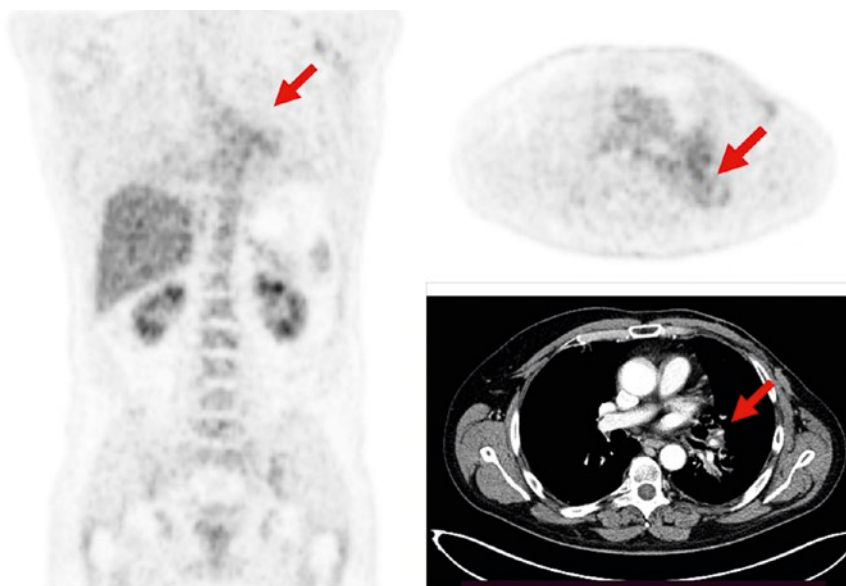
ПЭТ-КТ 04/2022. Контрольное обследование, 5 месяцев терапии. Ранее выявленный метастаз в лимфатическом узле корня левого легкого сократился в размерах до 14 × 9 мм, без признаков патологического накопления РФП. В паренхиме легких с двух сторон сохраняются поствоспалительные изменения в фазе неполной репарации, новых метастатических очагов не выявлено.
